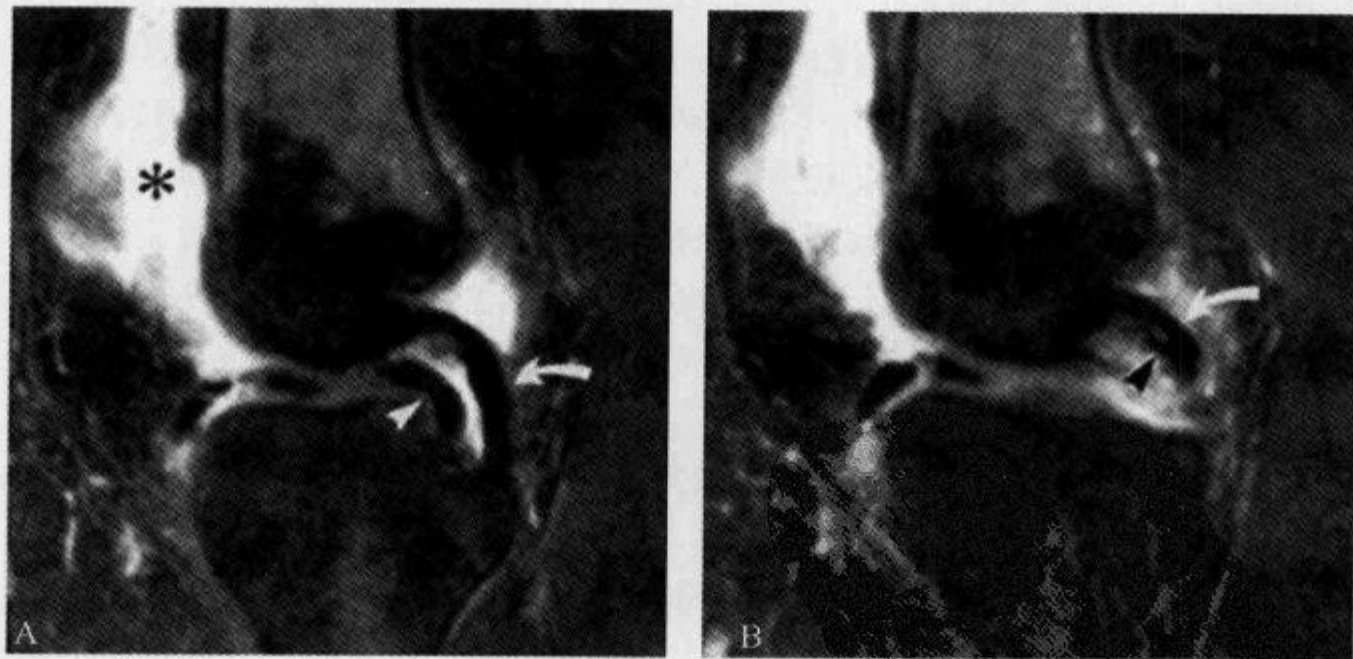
MRI 矢状位示“双后交叉韧带征”
